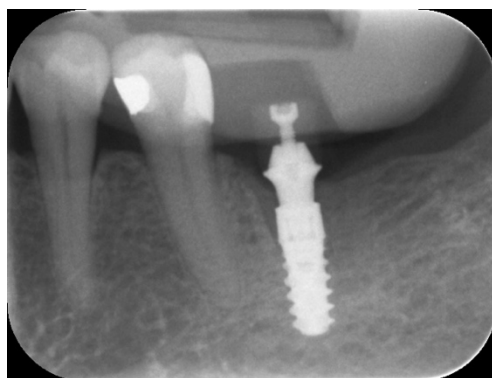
Radiografía periapical post-operatoria implante BLX.
